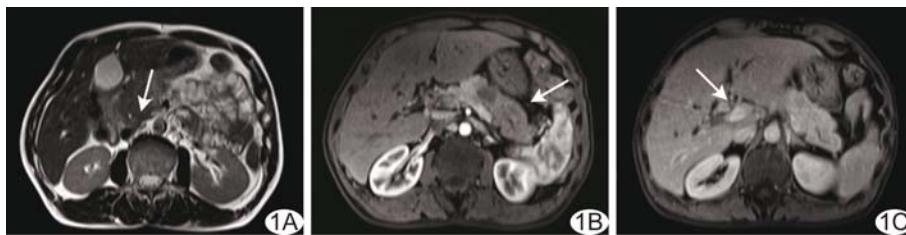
IgG4-SC 伴胰腺受累的 MRI 表现 A. 平扫 T2WI 示胰头局限性病灶及胰腺段胆管壁增厚, 呈稍高信号(箭); B. 增强动脉期示胰腺体尾部病灶轻度强化(箭); C. 增强延迟期示胰腺体尾部病灶及肝门区增厚胆管壁明显强化(箭)
